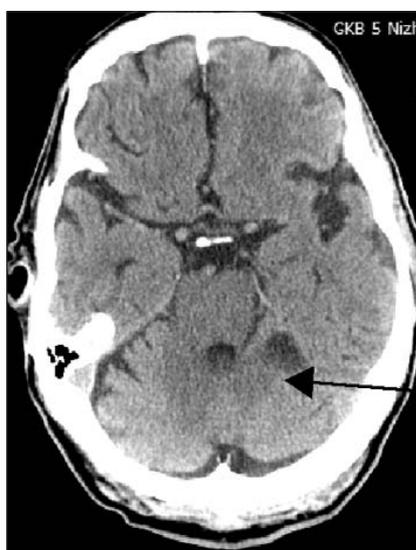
КТ головного мозга: регресс геморрагической трансформации в левой гемисфере мозжечка (стрелка)
